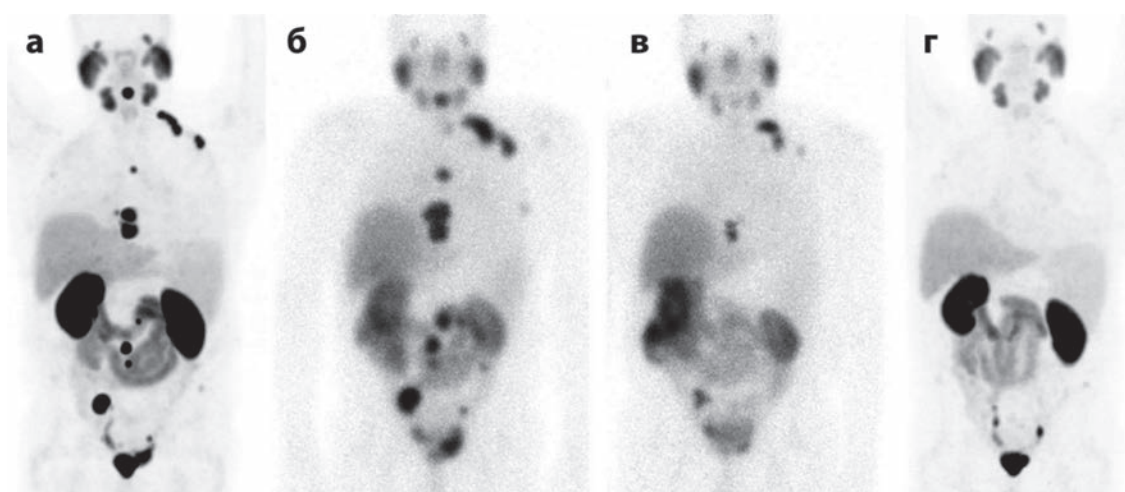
ПЭТ-изображения пациента с РПЖ, полученные с использованием ^{68}Ga -PSMA-11 до (а) и после (г) двух курсов РНТ с ^{177}Lu -PSMA-617; ОФЭКТ пациента во время первого (б) и второго (в) курса радионуклидной терапии с ^{177}Lu -PSMA-617 [63]
